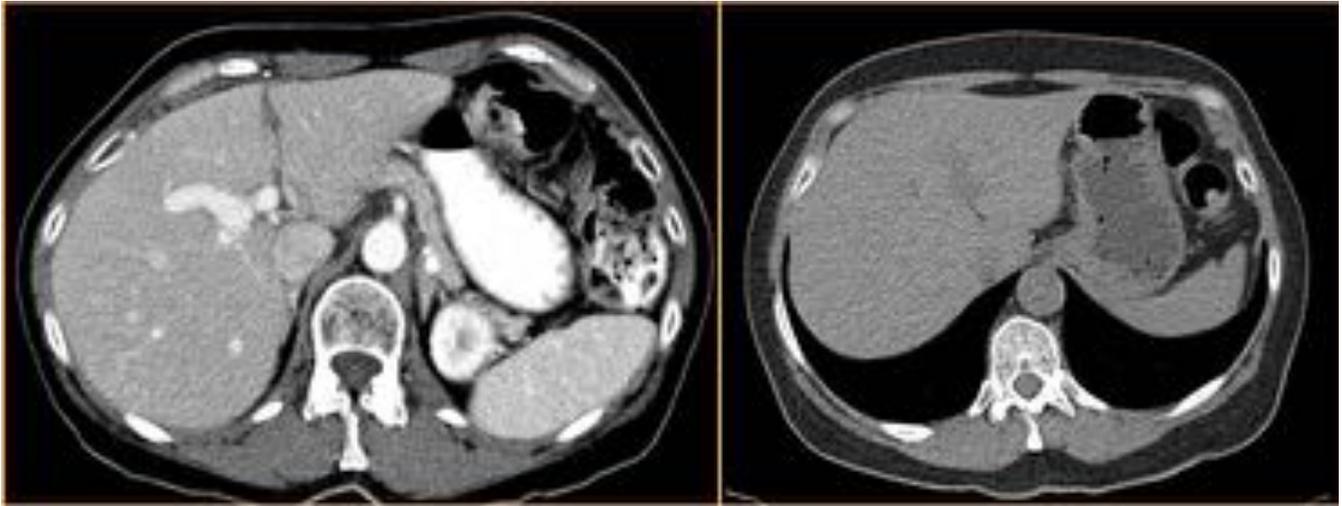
Efectos del contraste oral en la visualización de sangrados intraluminales. En el TC de la izquierda se ha administrado contraste oral positivo (Bario), lo que oscurecerá cualquier extravasación del contraste IV a la luz. En el caso de la derecha se ha administrado contraste oral negativo (agua), lo que diluirá cualquier extravasado de contraste que no sea muy prominente, dificultando su identificación.
